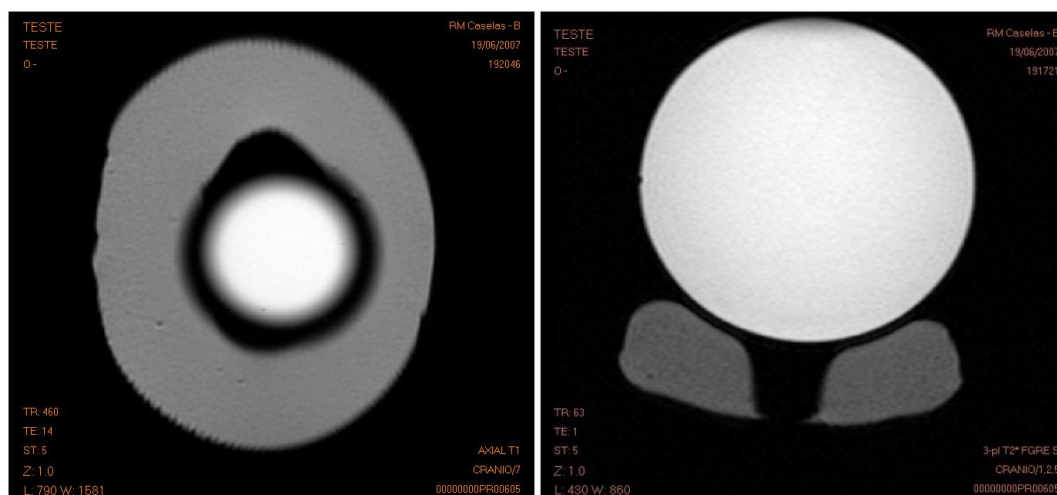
16 – Imagem de Ressonância magnética do Corkgel com um fantoma (corte axial e transversal).
